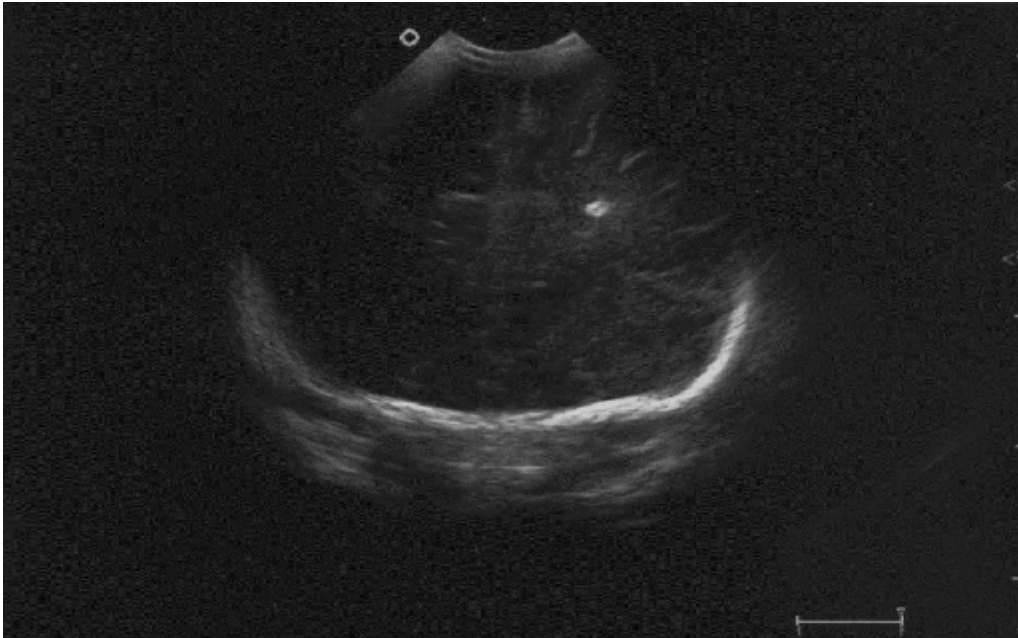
Échographie transfontanellaire montrant une lésion hyperéchogène unique. (36)
